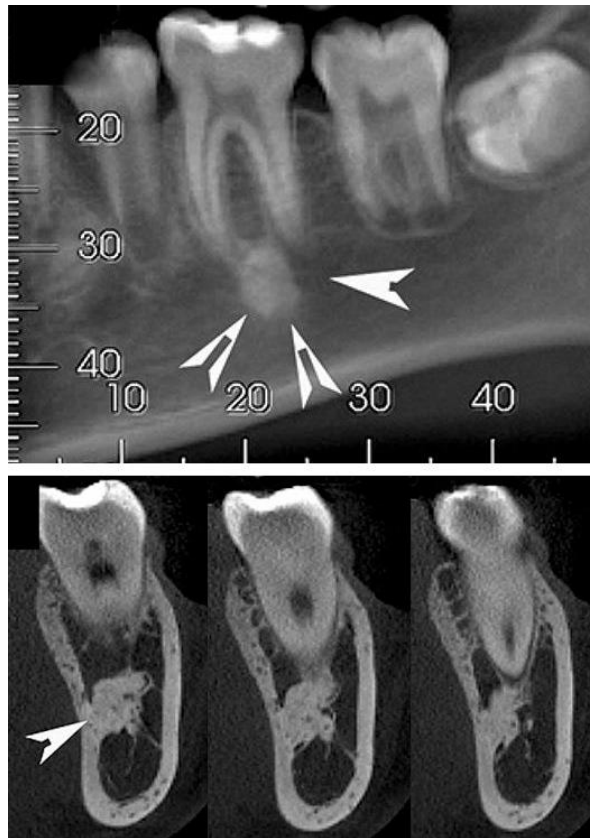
Остеосклероз на рентген-зображенні
